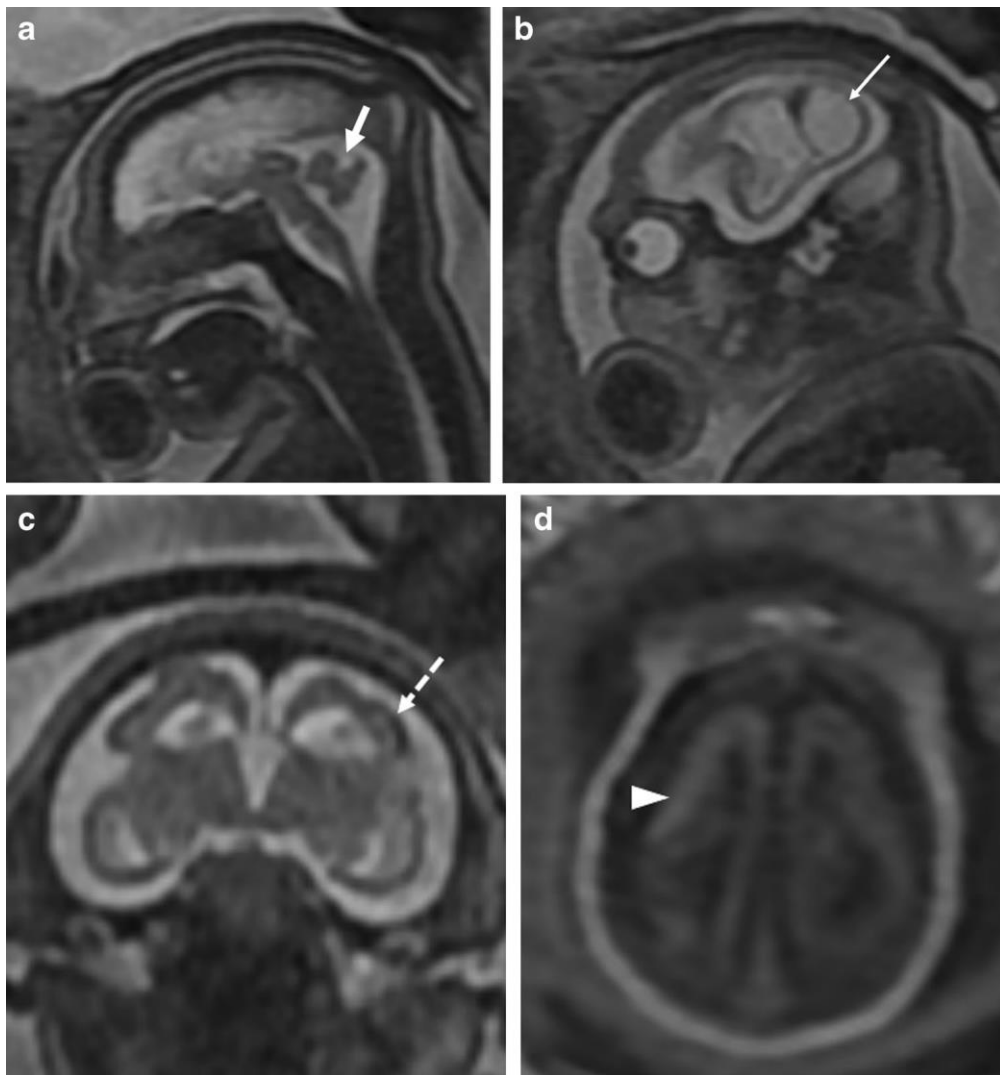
RM crânio-encefálica de feto com 28 semanas de gestação (a, b – T2, sagital; c - T2, coronal; d – T1, axial). Vérnis de pequenas dimensões e morfologia alterada (a). Dilatação de ambos os ventrículos laterais com evidência de pseudoquistos subependimais occipitais (seta em b). Corpo caloso e *cavum septum pellucidum* não visíveis. Córtex irregular atrofiado (c) que sugere polimicrogiria. Áreas corticais hipertintensas em T1 (d) e hipointensas em T2 (c) consistentes com calcificações. Fonte: Guillemette-Artur P et al. *Pediatr Radiol*. 2016 Jun.
